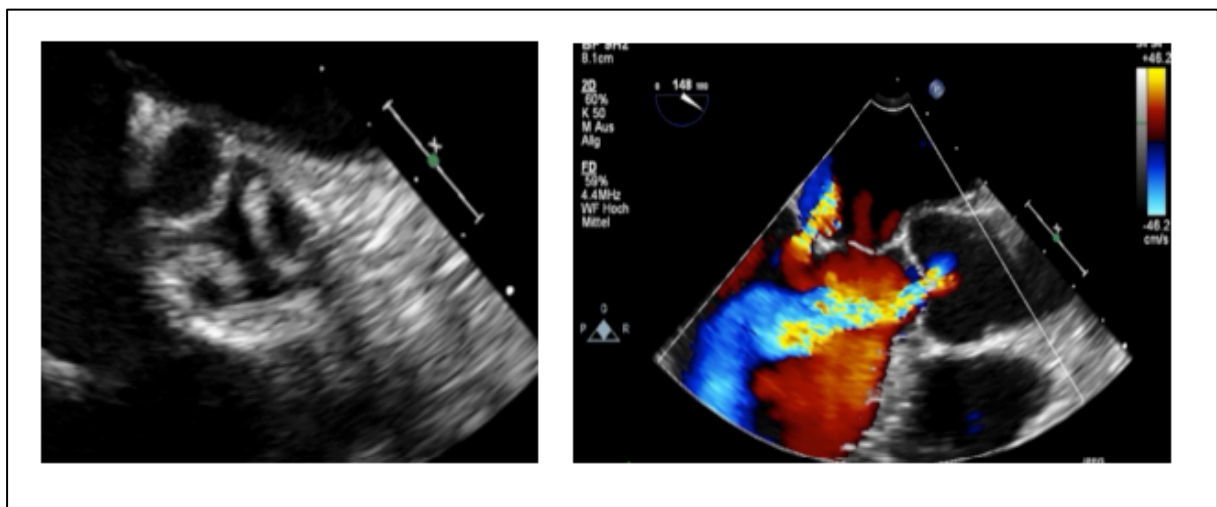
Beispiel eines Patienten mit reiner Aortenklappeninsuffizienz (Links: TEE der Aortenklappe in kurzer Achse, rechts in langer Achse mit Farb-Doppler).
